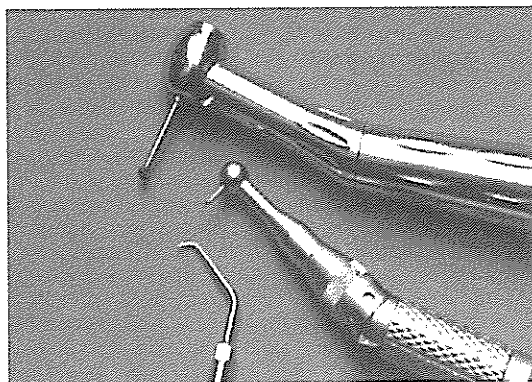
ultrasonic tip과 handpiece와의 비교
